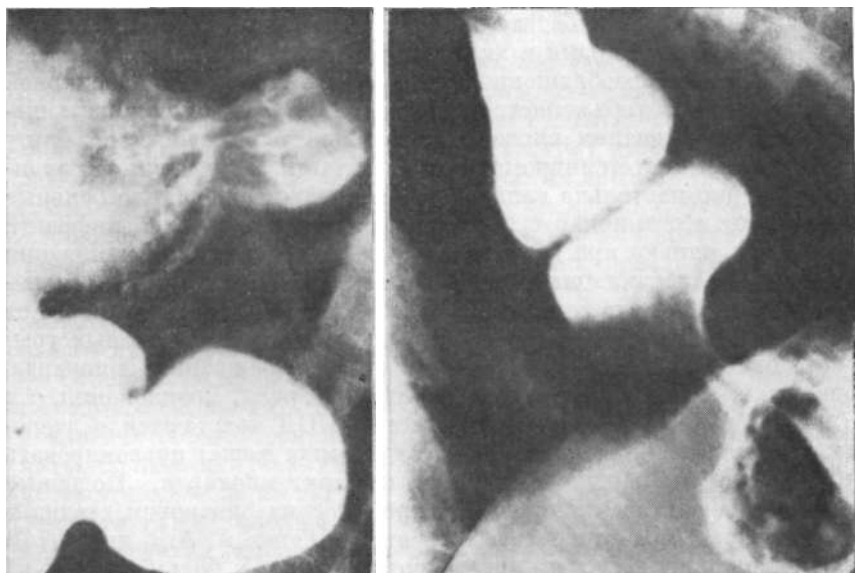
Недостаточность пищеводного отверстия, гипермоторика и отсутствие эвакуации из желудка (синдром пилорокардиальной дискоординации) на рентгенограмме.
